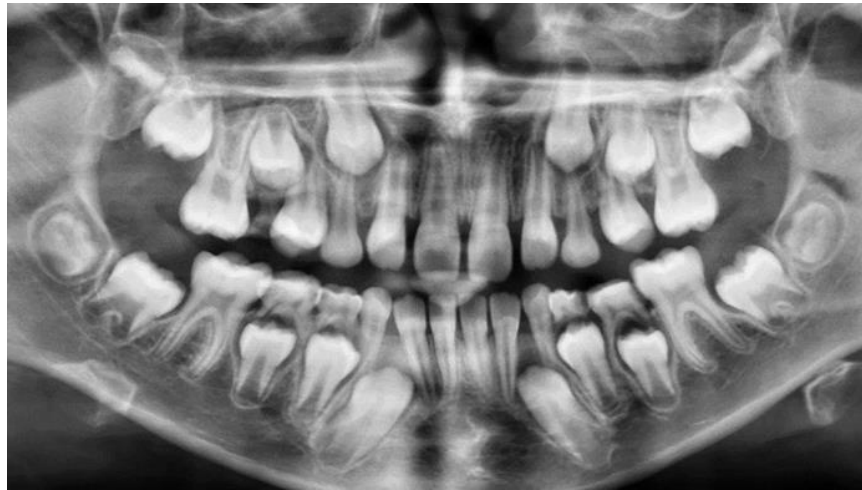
Ортопантомограмма пациента Р. Ретенция 1.5, 2.5 зубов
